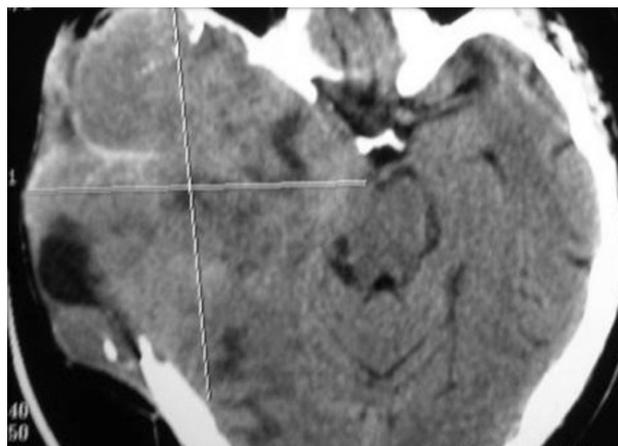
Tomografía axial computada simple de cráneo (muestra cambios posquirúrgicos e importante afectación parenquimatosa; afecta los lóbulos temporal y parietal derechos, con desplazamiento de las estructuras de la base).
